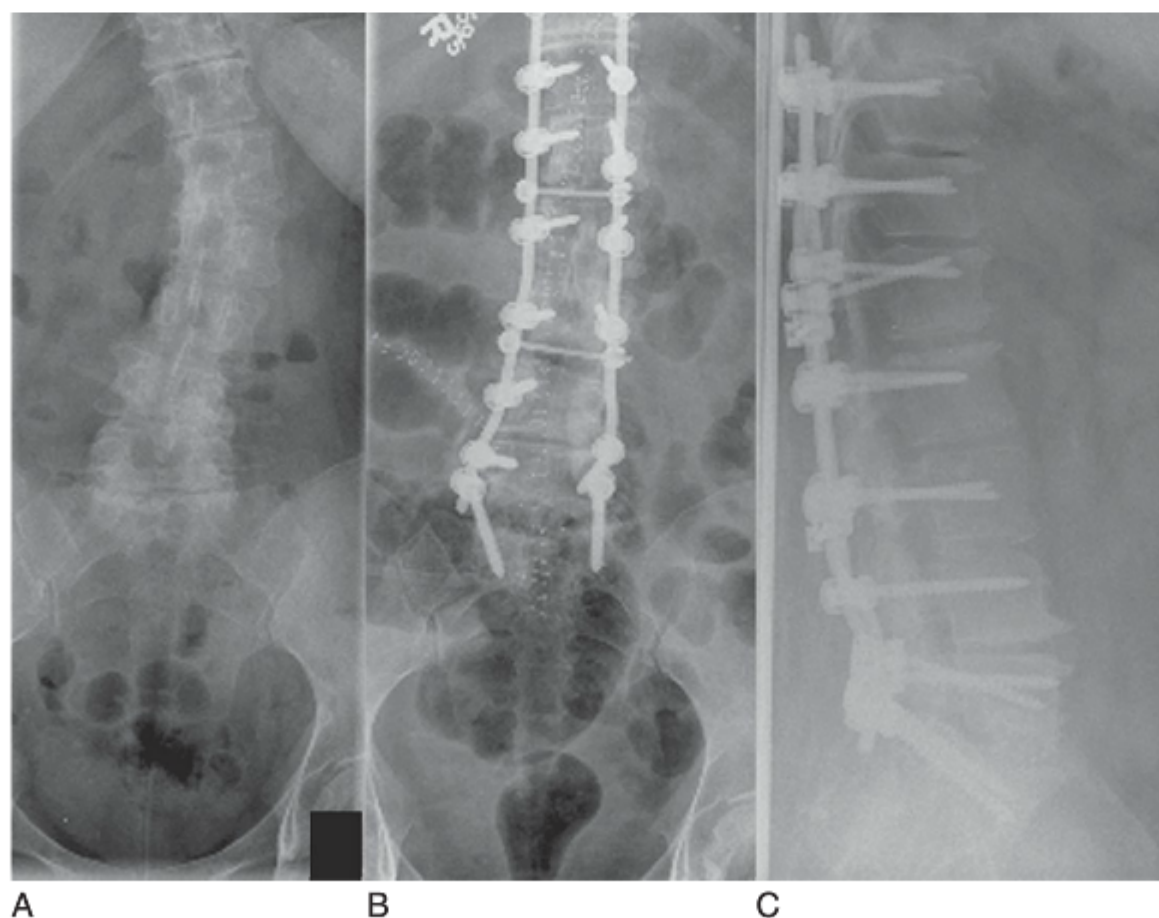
A, Radiografia posteroanterior (PA) de um paciente com deformidade escoliótica degenerativa da coluna toracolombar. Radiografia pós-operatória em PA (B) e projecção lateral (C) revela a correção da deformidade usando um longo sistema de parafusos pediculares e haste de T11 a S1.
